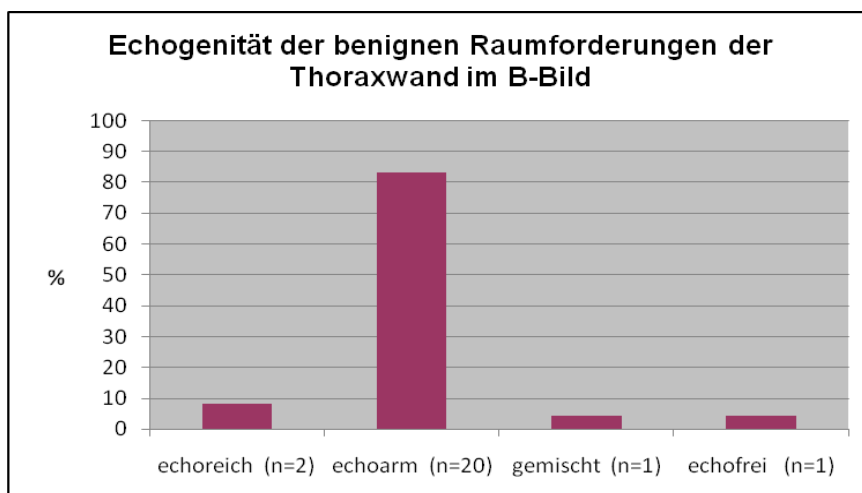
Darstellung der benignen Raumforderungen der Thoraxwand mit echoreichem (n=2), echoarmen (n=20), gemischt echoreich/echoarmen (n=1) und echofreiem (n=1) Erscheinungsbild in der B-Bild-Sonographie (in %)
